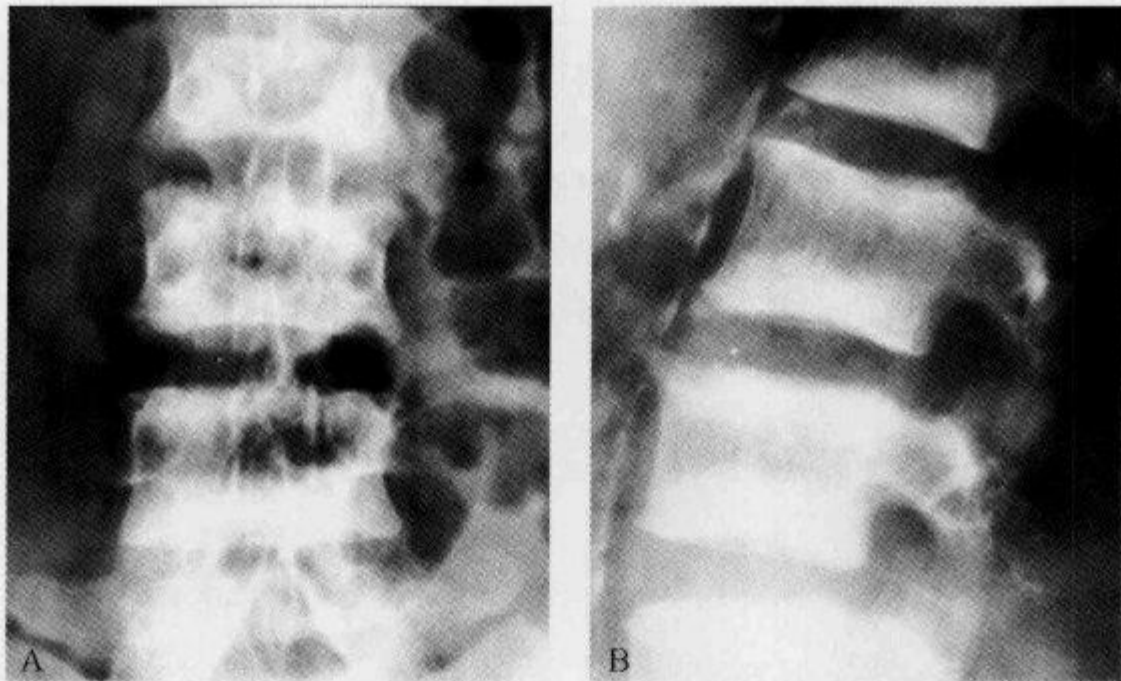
腰椎正侧位 X 线平片示“夹心饼征”
